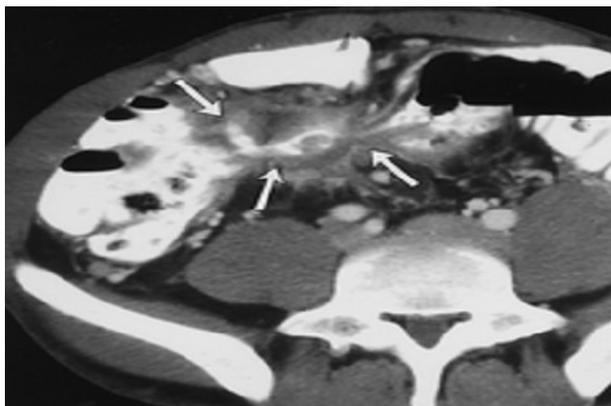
TDM abdominale objectivant une masse inflammatoire avec fistules complexes.
